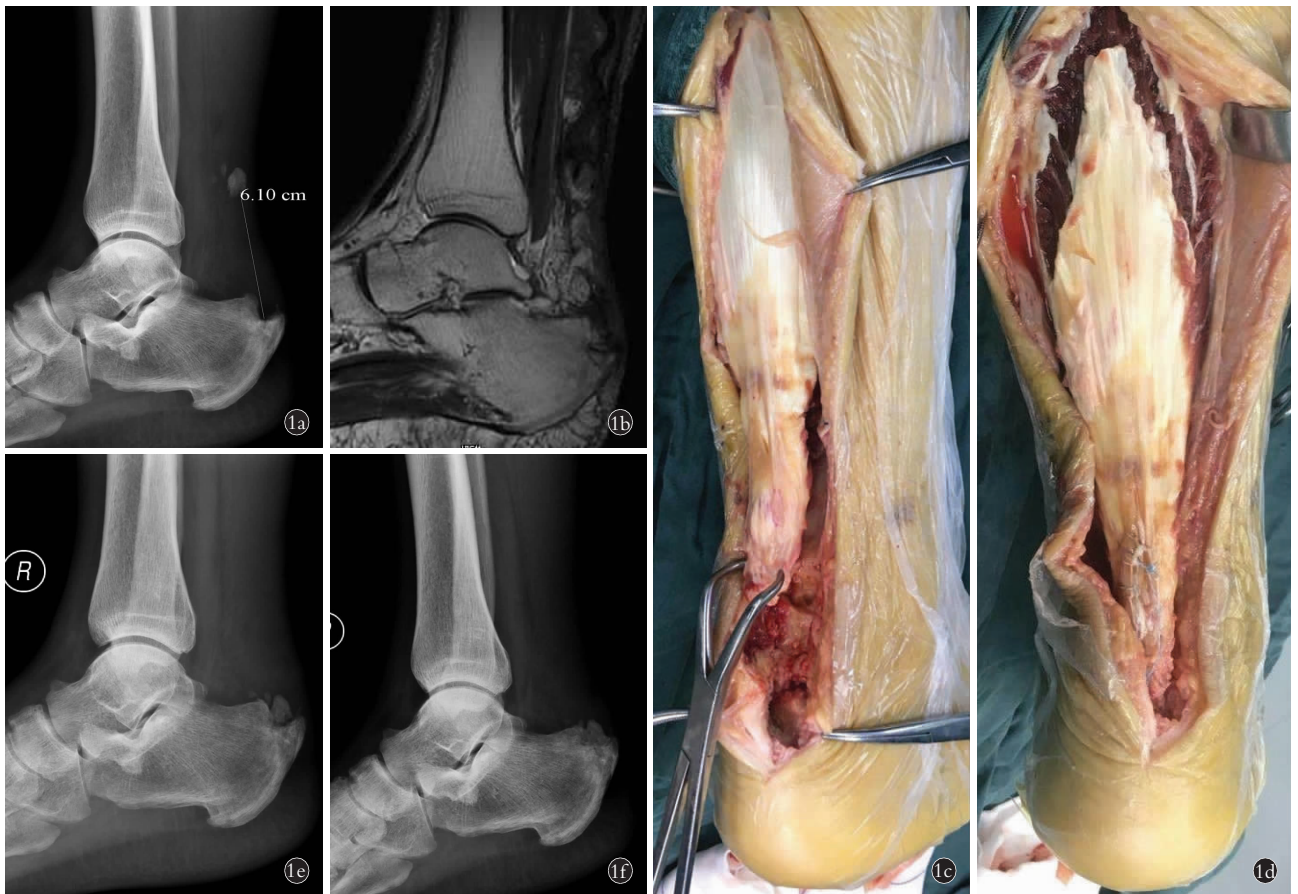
患者,男,53 岁,右跟腱止点陈旧性撕脱骨折 1a. 术前侧位 X 线片示右跟腱止点处骨块向近端移位约 6.10 cm,断端明显硬化 1b. 术前 MRI 示右侧跟腱止点处骨缺损,骨折块向近端移位,跟腱信号不连续 1c,1d. 术中见右跟腱止点撕脱骨折,骨折块向上移位,予腓肠肌腱“V”成形术,跟腱止点复位 1e. 术后 3 d 侧位 X 线片示跟腱止点复位满意(锚钉为聚乙烯材料,X 线片中不显影) 1f. 术后 1 年侧位 X 线片示跟腱止点骨折线模糊,愈合良好
